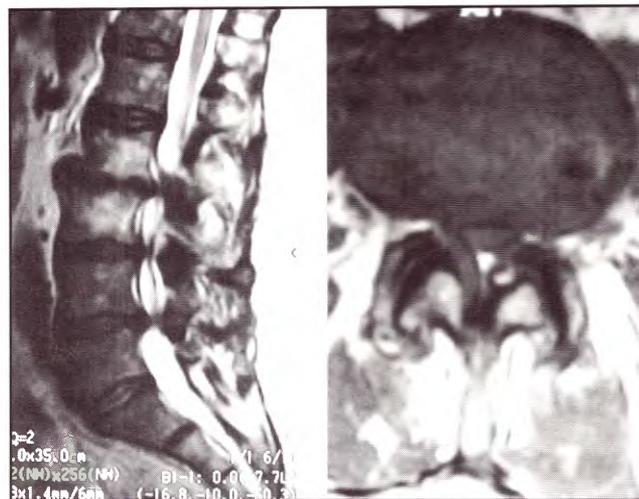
IRM. Cortes sagital (izquierda) y axial L5 (derecha) preoperatorios. Canal lumbar estrecho degenerativo.
